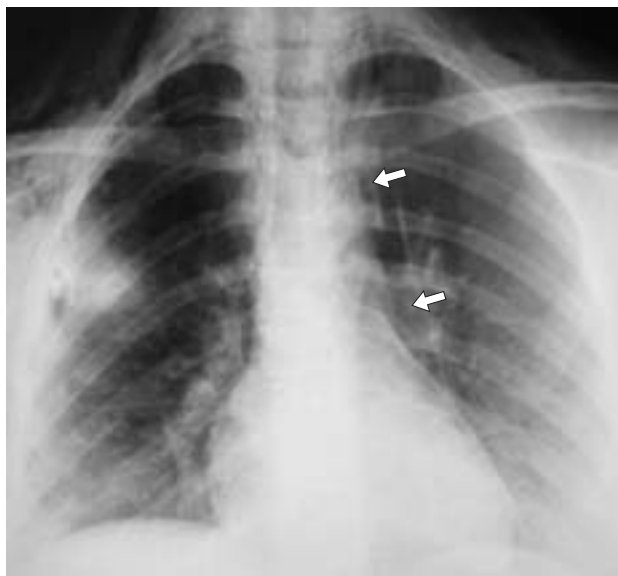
Рентгенография грудной клетки, прямая проекция. Спонтанная эмфизема средостения (стрелки).
